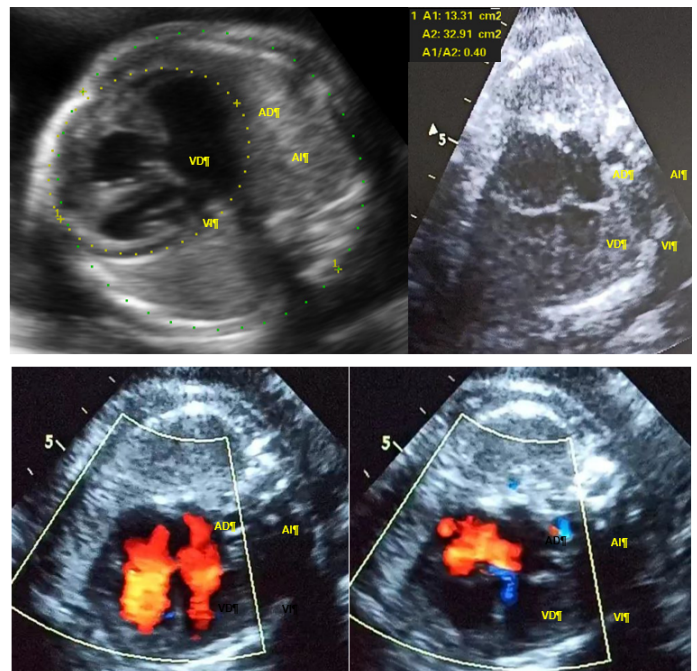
Evaluación ultrasonográfica a las 29 semanas y 4 días. Cortes axiales de tórax fetal, vista basal de 4 cámaras. Se evidencia relación cardiotorácica de 40 % (cardiomegalia). Hipertrofia de cavidades a predominio derecho.
